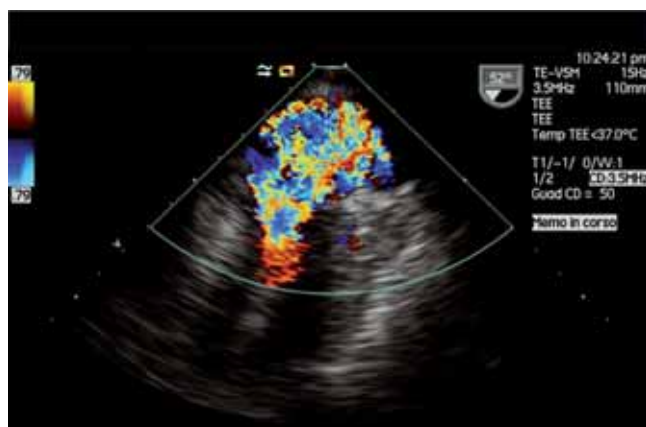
Ecocardiogramma trans-esofageo: al color Doppler, rigurgito mitralico massivo.
